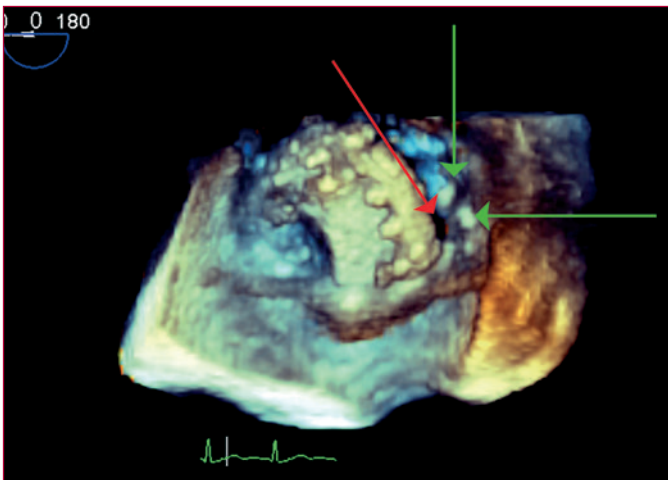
Absceso del anillo mitral con pequeños implantes (vegetaciones) en ecocardiografía trasesofágica tridimensional en tiempo real. La flecha roja indica una dehiscencia perivalvular y las verdes, pequeños implantes o vegetaciones alrededor del anillo.
